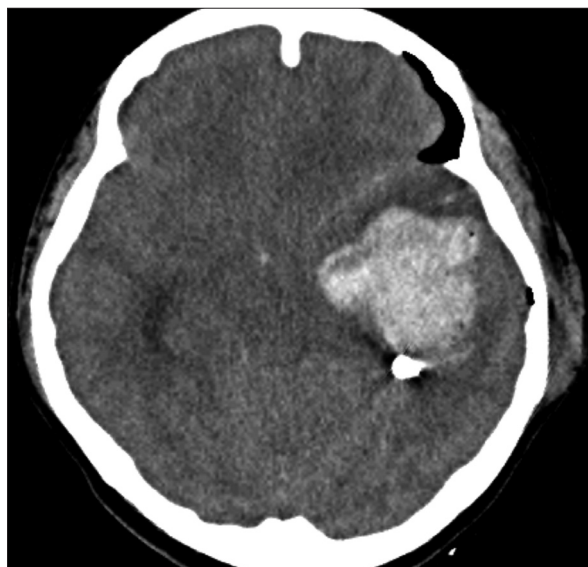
Brain noncontrast computed tomographic scan performed after 1st operation demonstrates intracerebral hematoma located in the left temporal lobe.
